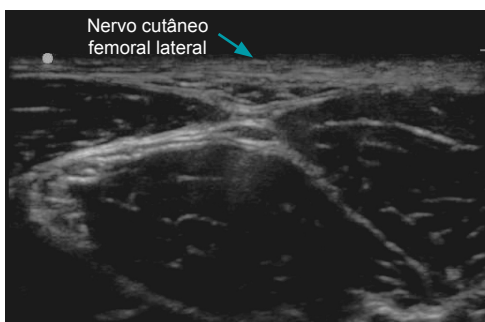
Bloqueio de nervo cutâneo femoral lateral: estruturas identificadas por ultrassonografia.
